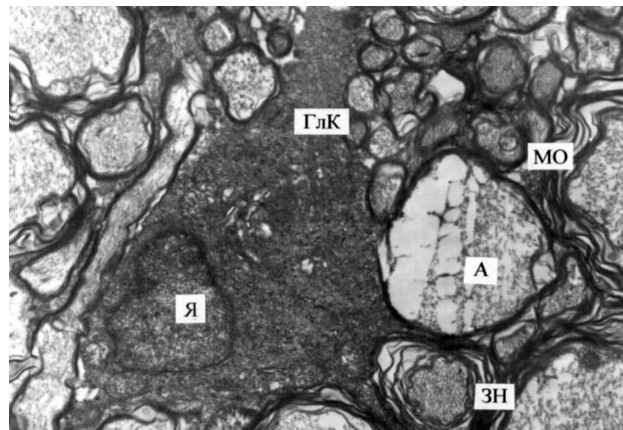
Ультраструктура зрительного нерва кролика через 2 месяца после моделирования контузии легкой степени. Уплотненная структура глиальной клетки, фрагменты деструкции мембран миелиновой оболочки. Электронная микрофотография. X 6 000. Условные обозначения: ГЛК — глиальная клетка, Я — ядро, А — аксон, МО — миелиновая оболочка, ЗН — зрительный нерв.
